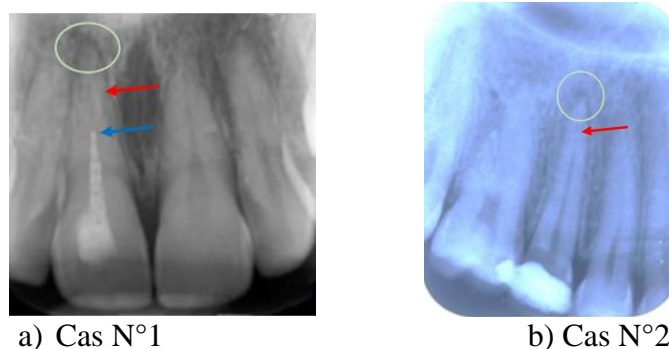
radiographie préopératoire (Rakotonirina FP, 2021)
